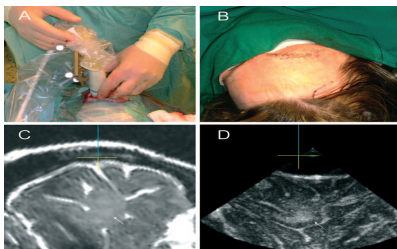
(A) Posição de sonda na craniectomia supraorbital; (B) Após encerramento; (C) Oligodendroglioma na RM (seta); (D) Mesma imagem e corte na US (D). Fonte ⁽²²⁾
